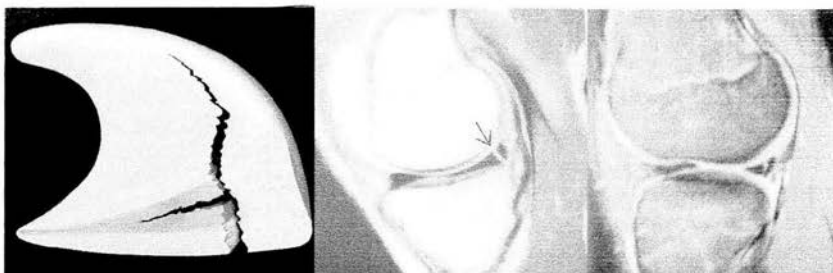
Lesión Longitudinal involucrando la periferia del menisco con un componente horizontal, RM FSE con lesión longitudinal(flecha) cuerno posterior menisco medial, RM con saturación grasa.
